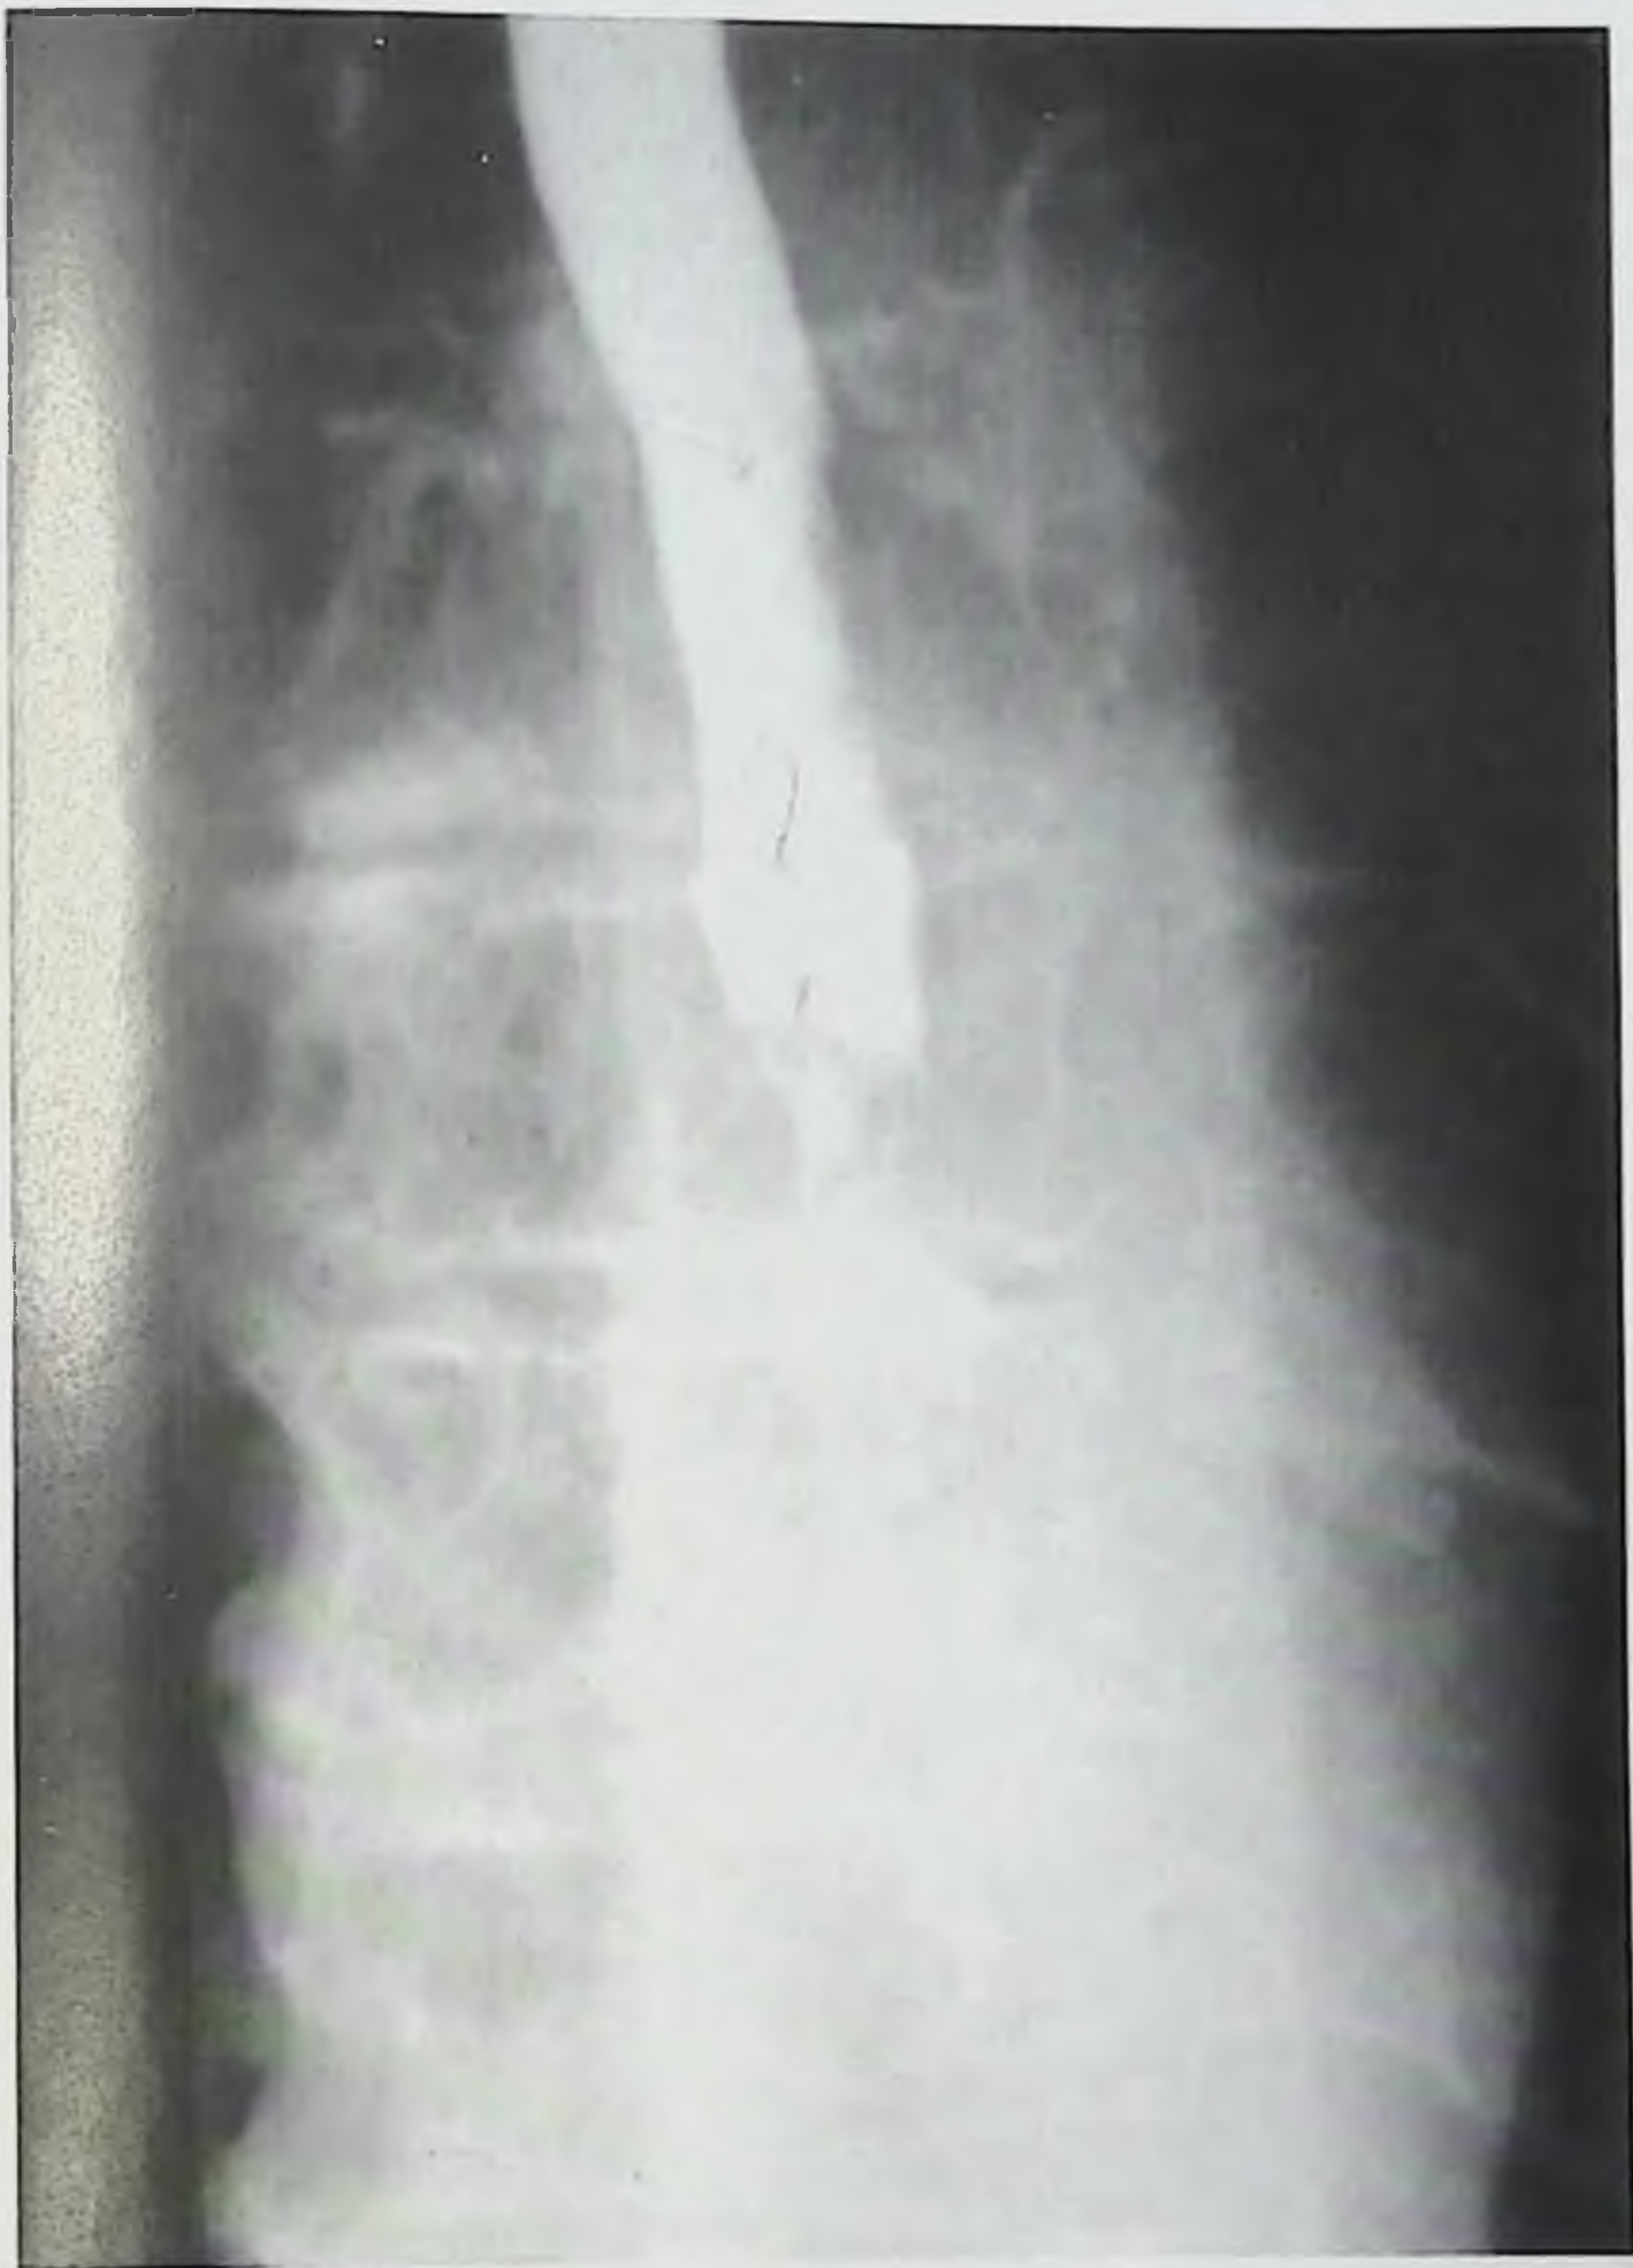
Фрагмент рентгенограммы грудной клетки.
